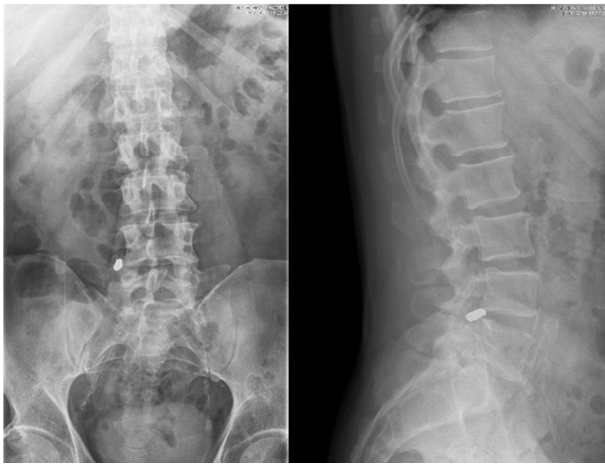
Radiografía simple anteroposterior y lateral raquis lumbar. Proyectoil alojado en región lumbar junto a apófisis transversa L4.
